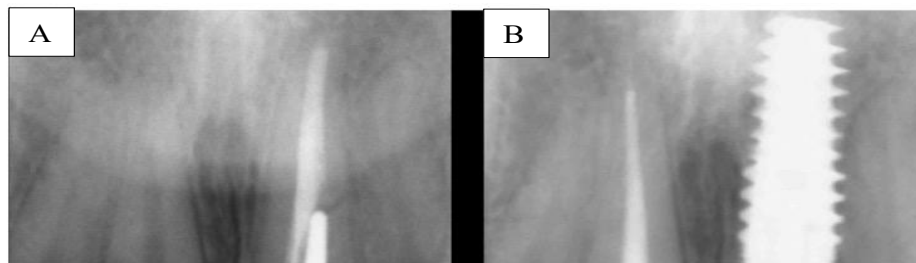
Radiografias periapicais da situação pré e pós-operatória do dente 21. (A), Situação pré-operatória, indicando fratura da raiz do dente. - (B), Situação pós-operatória 2 anos após a colocação imediata do implante (Gamborena et al., 2021).
